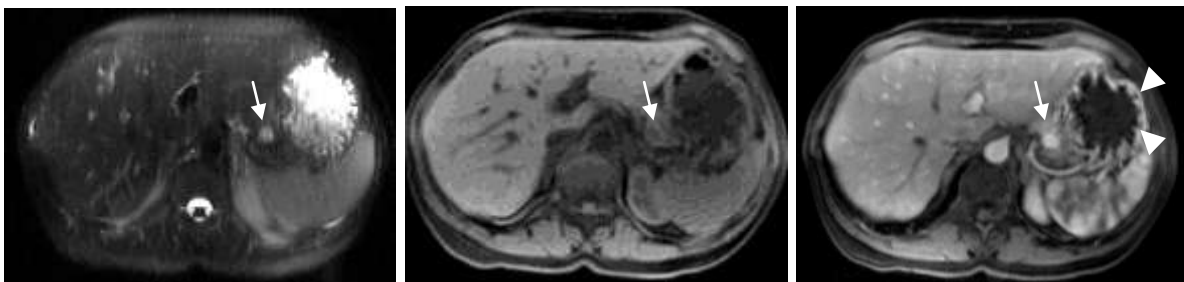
51 anos, fem – Gastrinoma. Cortes axiais do abdômen superior por Ressonância magnética, com imagem pesada em T2 (A), e imagens pesadas em T1 com supressão de gordura, antes (B) e imediatamente após (C) a injeção endovenosa de contraste paramagnético. Nota-se lesão arredondada, localizada na cauda do pâncreas, medindo 1.0 cm de diâmetro, hiperintensa em T2 (seta) e hipointensa em T1 (seta), com acentuado reforço nas fases pós-contraste (seta). Nota-se a hipertrofia do relevo mucoso gástrico (cabeças de seta).
